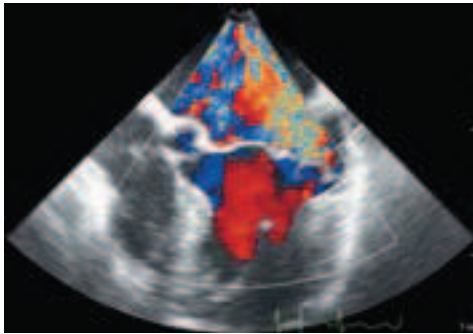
Двухмерная чреспищеводная эхокардиограмма митрального клапана. По цветной доплер-кардиограмме отмечается митральная регургитация III степени
